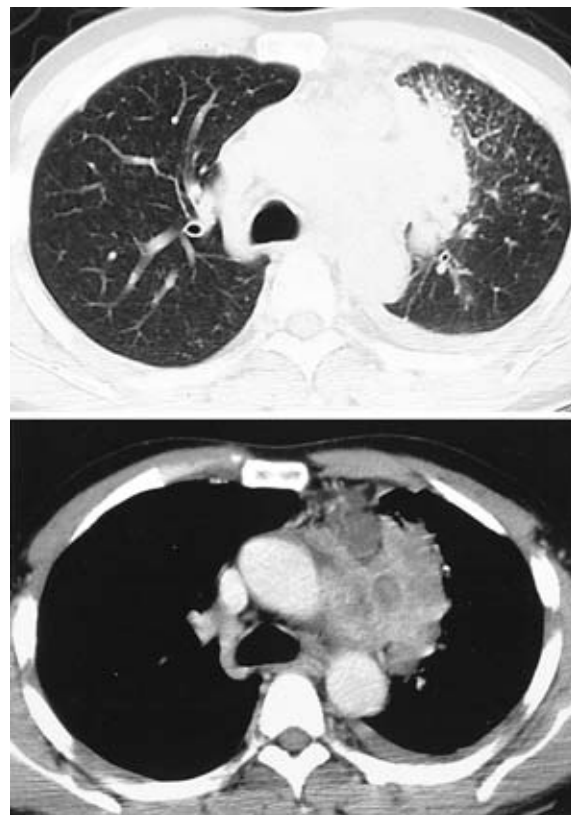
On chest CT, a nonhomogeneous tumor was detected, involving the mediastinal lymph node in the left upper lobe. In addition, a small amount of left pleural effusion was observed.
